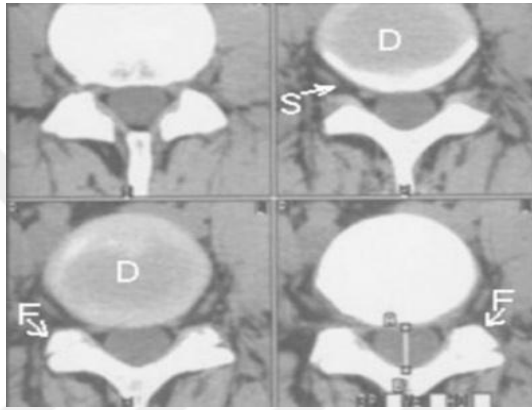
Miyelografide spinal stenoz görünümü
